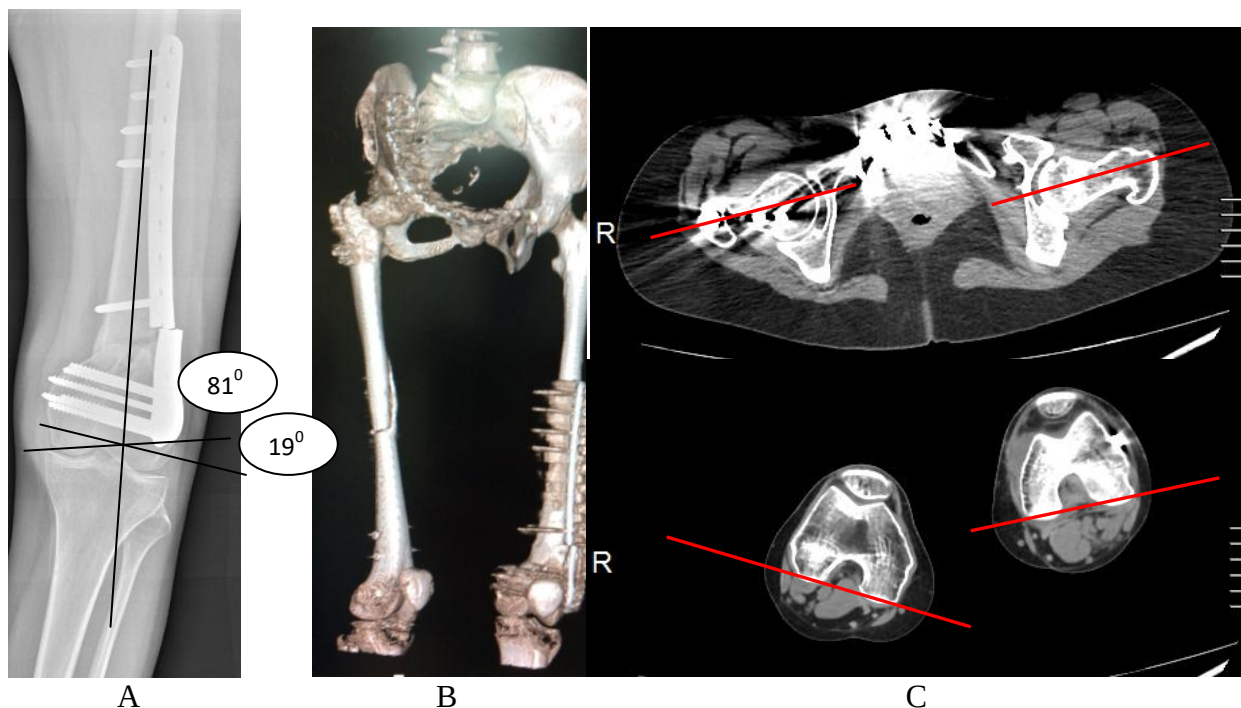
Fractura femurului distal stâng, stare după osteosinteza cu placă cu stabilitate angulară, deteriorarea fixatorului metalic: A – imagine radiologică antero-posterioară, B – imagine CT 3D, C – imagini CT MPR a colurilor femurale și condililor femurali pentru determinarea rotației
